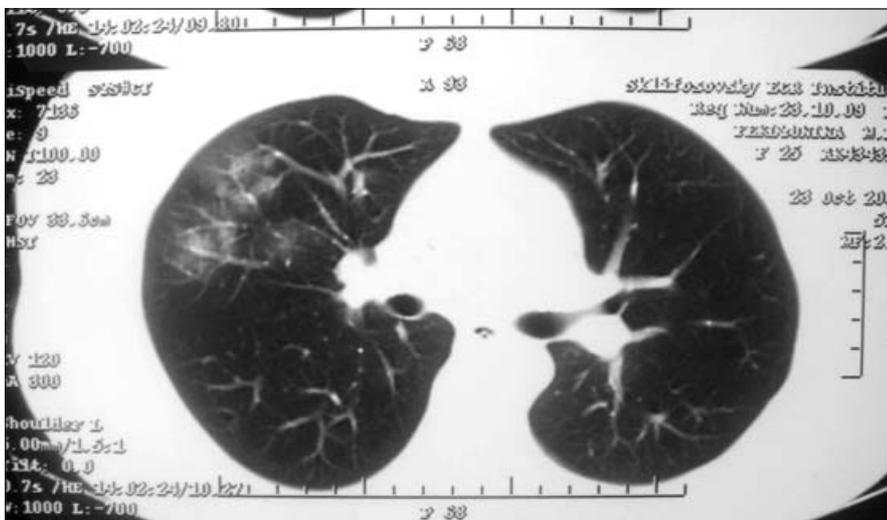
КТ грудной клетки. Полисегментарная (аспирационная) пневмония с локализацией в верхней и средней долях
